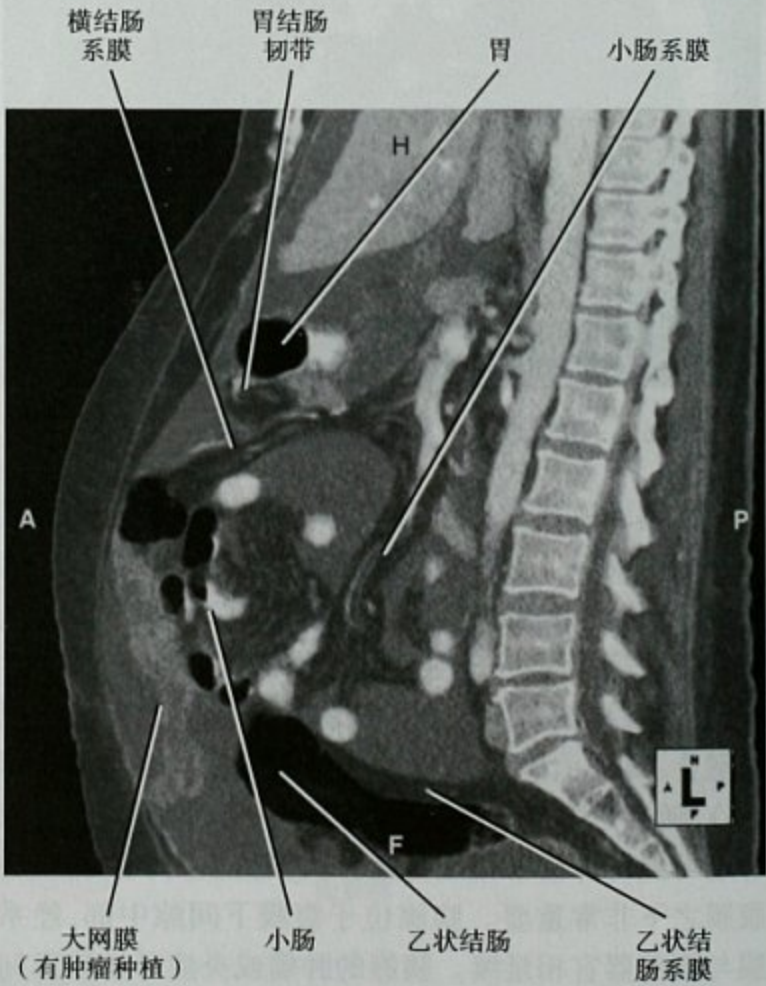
腹膜癌病和腹水患者的矢状位增强 CT 图像显示腹部系膜的连续性
